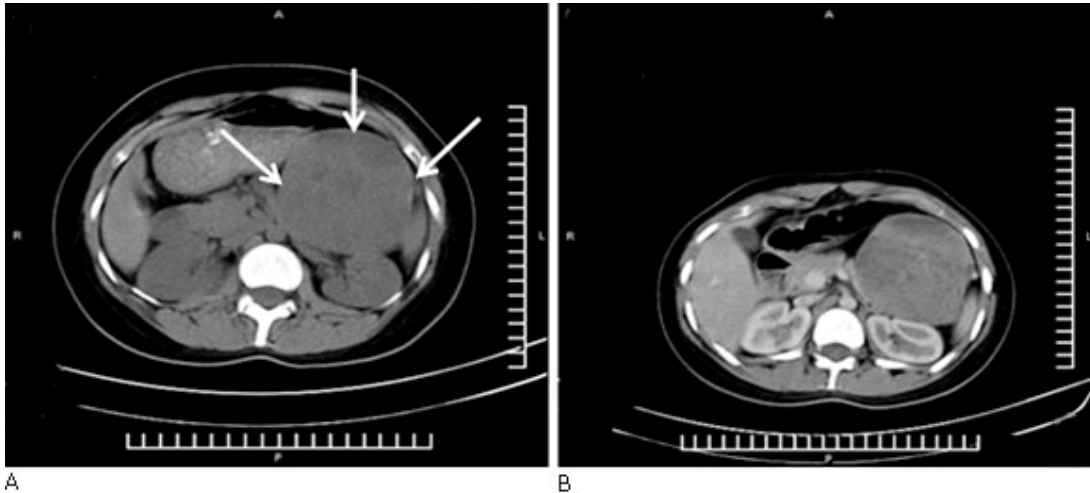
TAC simple en la que se observa masa heterogénea de bordes bien definidos de 10 x 8 mm (señalado con flechas) (A). TAC contrastada en la que observa la misma imagen con realce heterogéneo (B).
